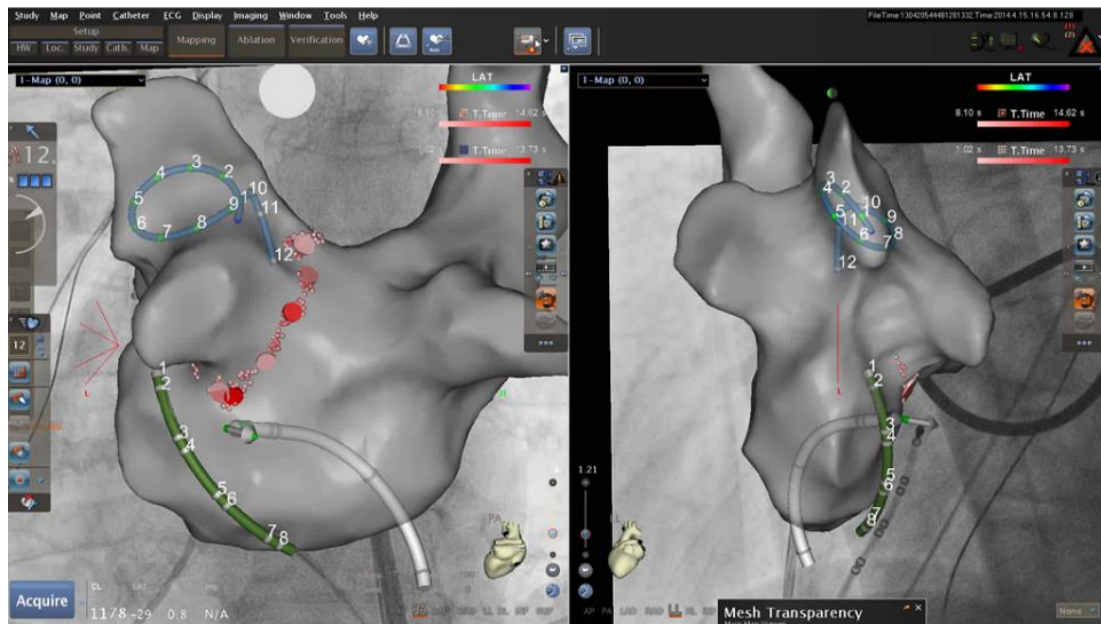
CARTO3-UNIVU-System: 3D-Map des LA mit integriertem Röntgenbild und den intrakardialen Kathetern (Mapping-, Ablations- und CS-Katheter; rote Punkte = Ablationsläsionen). Links: Ansicht von posterior nach anterior. Rechts: Ansicht von links lateral.
